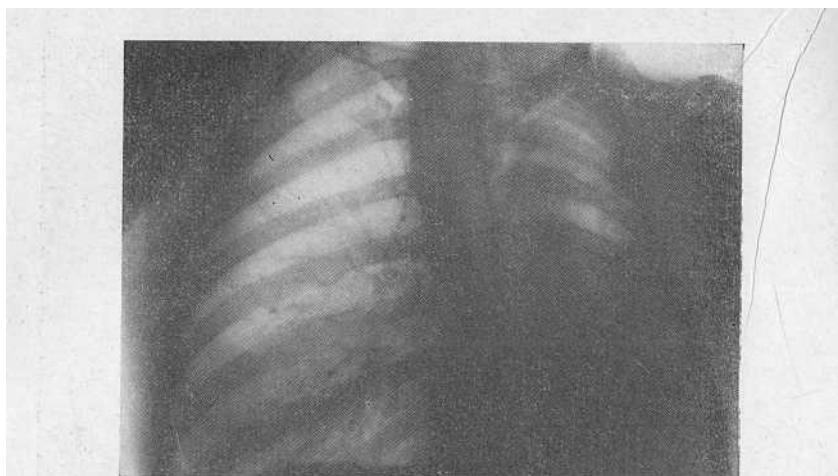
Рентгенограмма больной К. Левая половина грудной клетки уменьшена в объеме, межреберные промежутки сужены. Отмечается аномалия развития левой ключицы. Левое легкое неравномерно затемнено, небольших размеров. Правое легкое увеличено в объеме, часть его проникает в левый гемиторакс. Трахея, сердце и крупные сосуды смешены влево.
